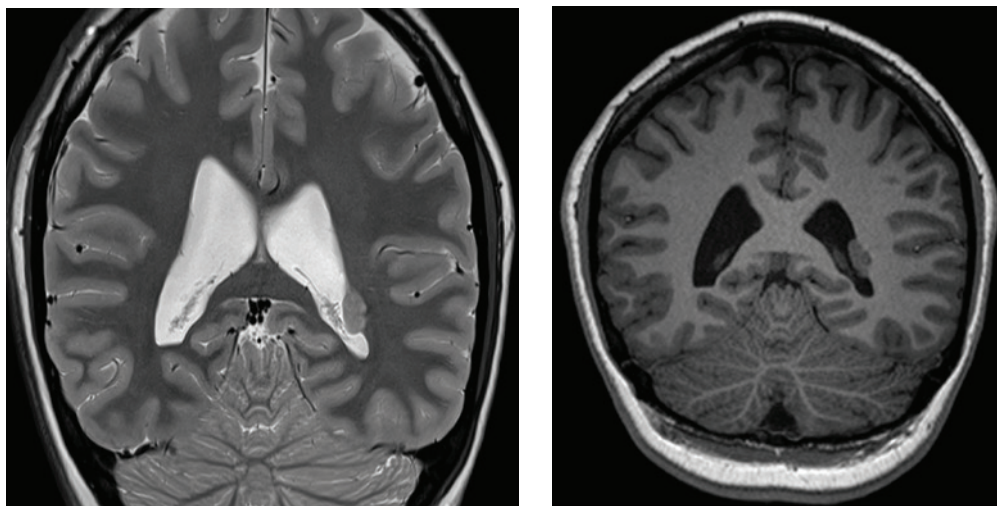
Субэпендимарная гетеротопия. На МР-томограммах в субэпендимарных отделах затылочного рога левого бокового желудочка заметен пролабирующий в его просвет участок серого вещества, по сигнальным характеристикам изоинтенсивный кортикальной пластинке.
